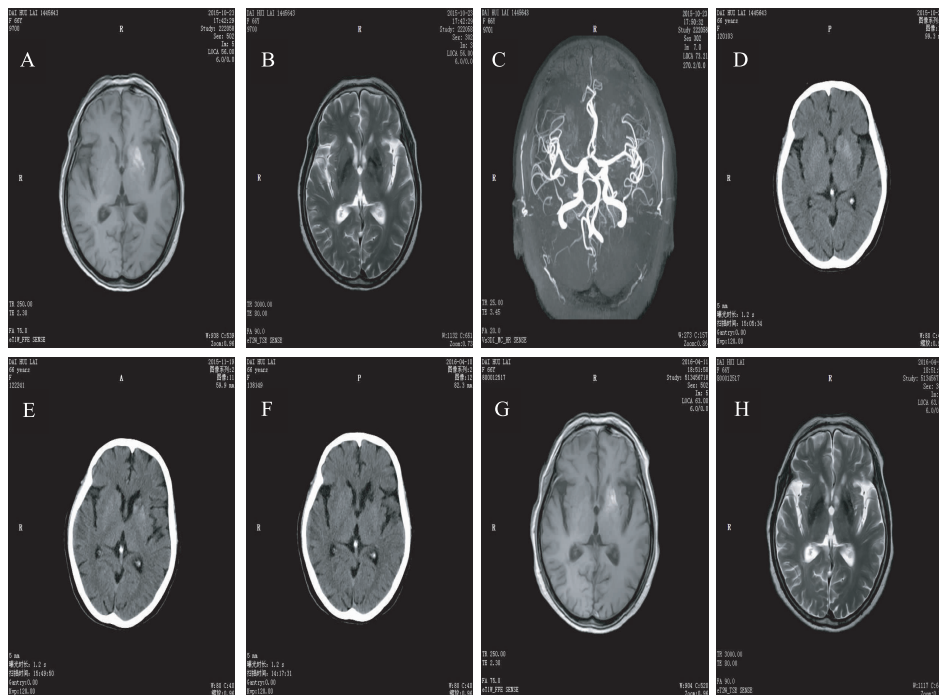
A~C为入院时头颅MRI/MRA,可见左侧基底节斑片状短 $T_1$ 、短 $T_2$ 信号,颅内动脉血管粥样硬化;D~E为入院及出院时头颅CT,可见左侧基底节斑片状高密度病灶;F为出院后5月头颅CT,左侧基底节斑片状高密度病灶消失;G~H为出院后5月头颅MRI,可见左侧基底节斑片状短 $T_1$ 、稍长 $T_2$ 信号,病灶内含铁血黄素沉着
